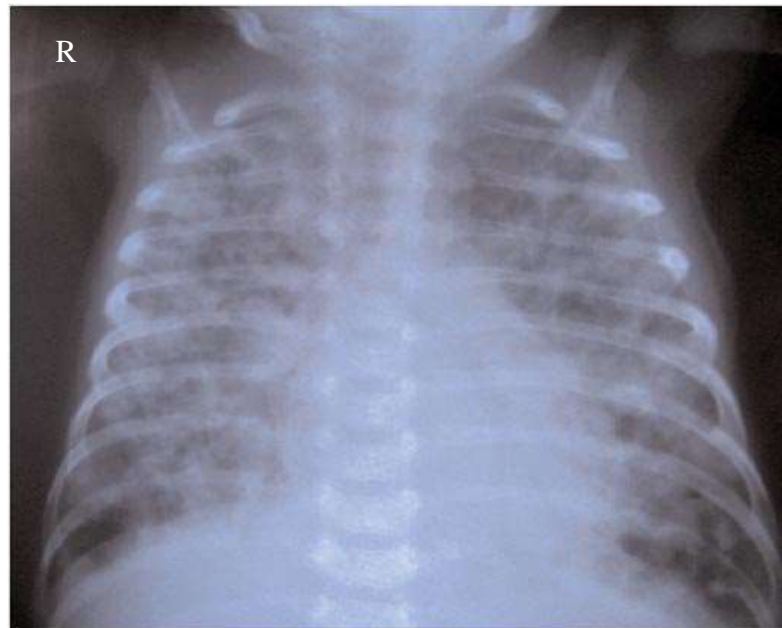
Radiographie du thorax de face du patient n° b0717069 montrant des images reticulo-nodulaires diffuses
